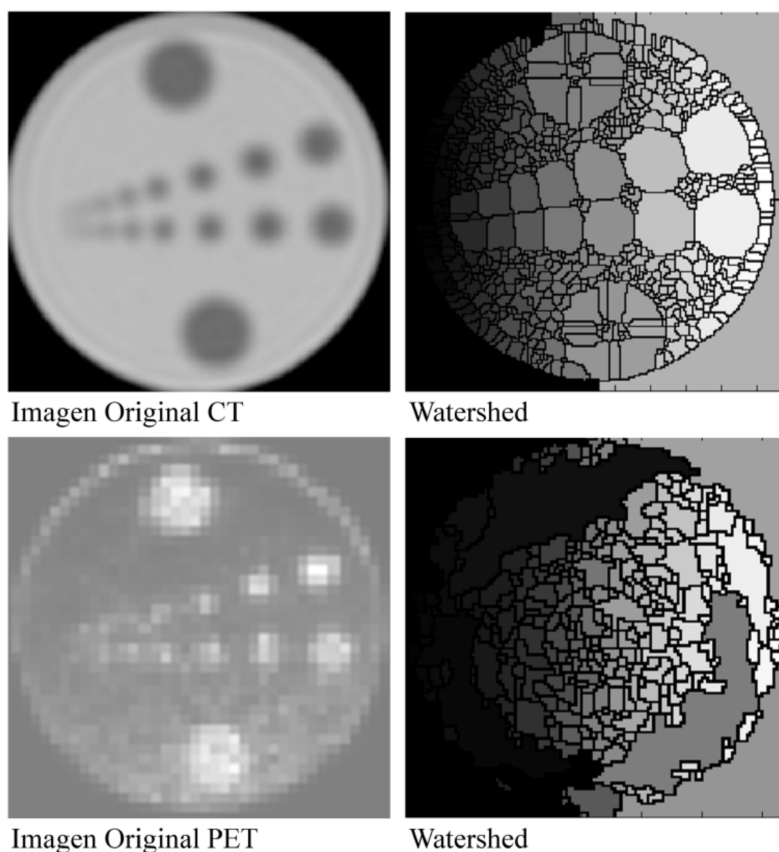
Resultados de aplicar de forma no supervisada la transformada de Watershed a imágenes PET y CT de las figuras 3.2 y 3.5.
